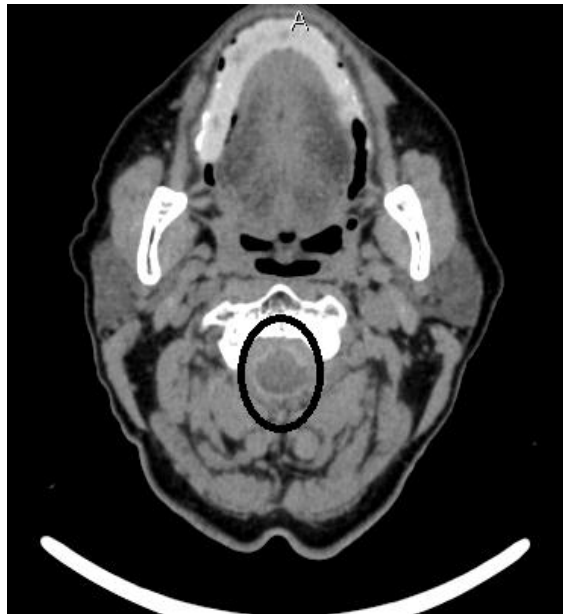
TAC simple, corte axial. Imagen hiperdensa en el espacio subaracnoideo a predominio anterior
